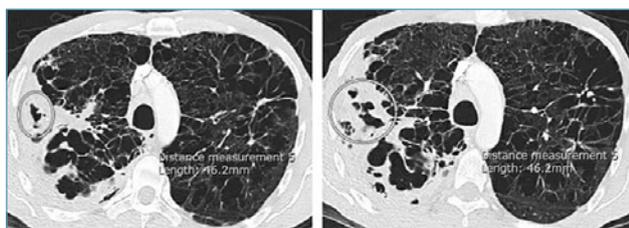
CT-Torace all'ingresso.
